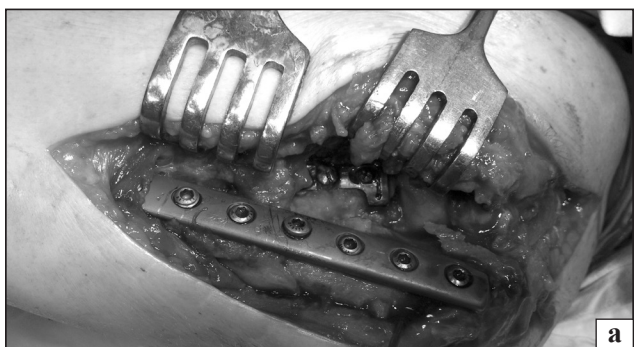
Интраоперационный вид раны (а) и рентгенограмма локтевого сустава в боковой проекции (б)
